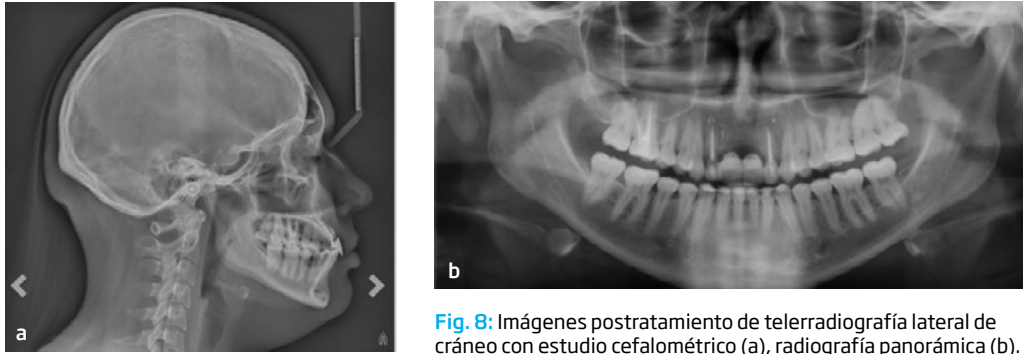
Imágenes postratamiento de telerradiografía lateral de cráneo con estudio cefalométrico (a), radiografía panorámica (b).
